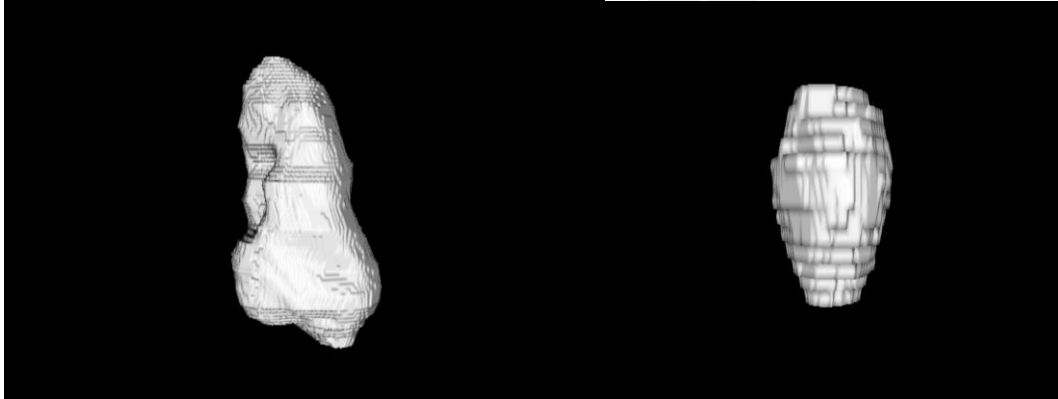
BT'de tümör hacmi hesaplama kesitleri
